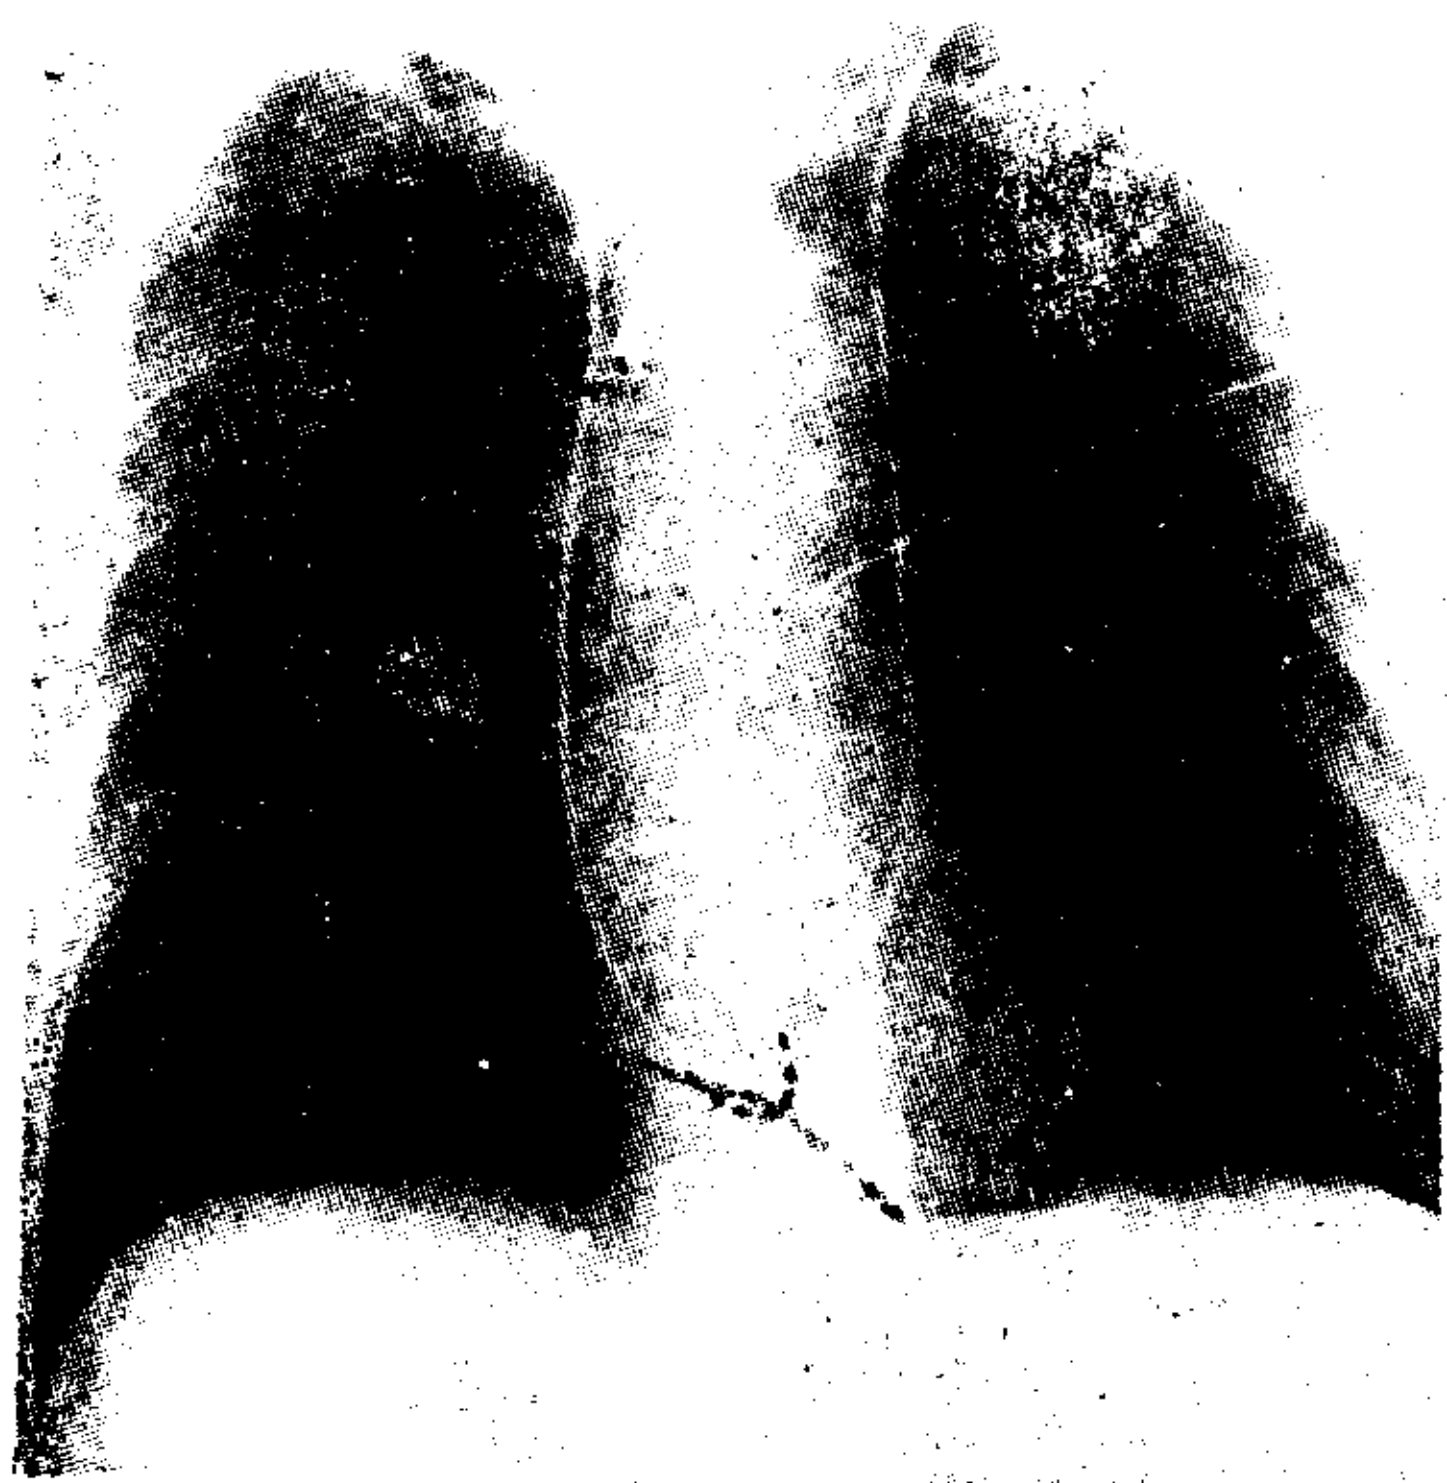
Ubicación radiológicamente inadecuada del catéter estimulador transitorio. Posición del catéter definitivo según la radiografía frontal, aparentemente en punta de cavidad ventricular derecha. Comparar el límite izquierdo de la VCSI por encima del botón aórtico, con la sombra correspondiente en la fig. 1.
